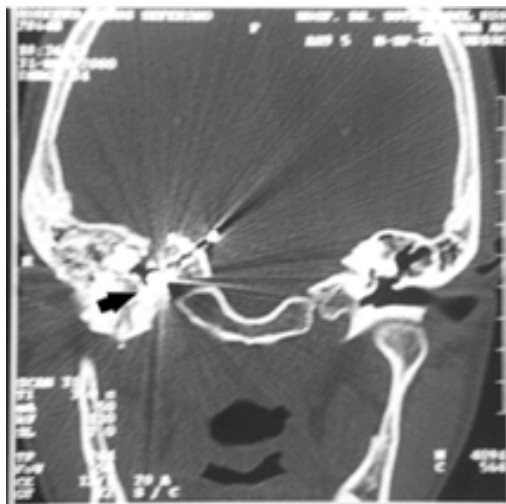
Tomografía computada de oído de paciente N°2, corte coronal. Fractura conminuta de peñasco derecho que involucra al conducto auditivo interno. Se aprecia migración de fragmentos óseos hacia tronco encefálico. Proyectil alojado en el apex del hueso temporal (flecha).
